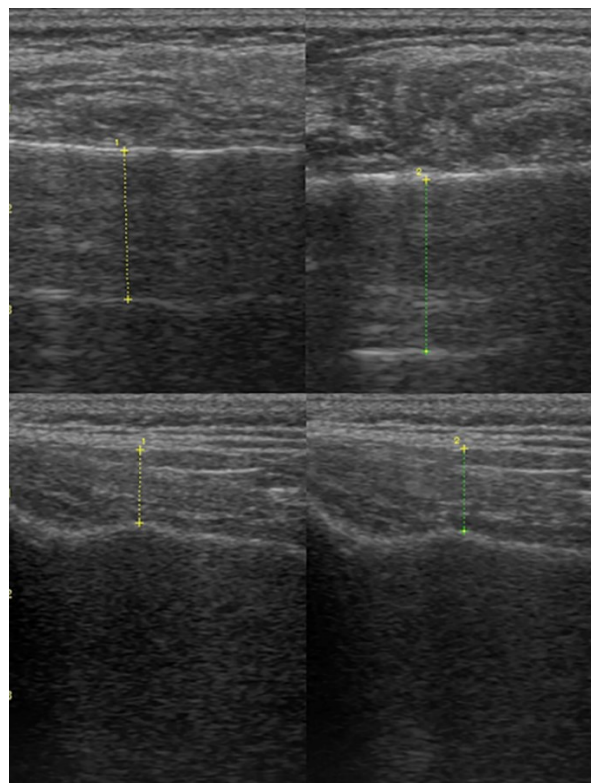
USG of the (above) masseter muscle at rest (left) and maximum contraction (right), and the (below) temporalis muscle (anterior part) at rest (left) and maximum contraction (right)
